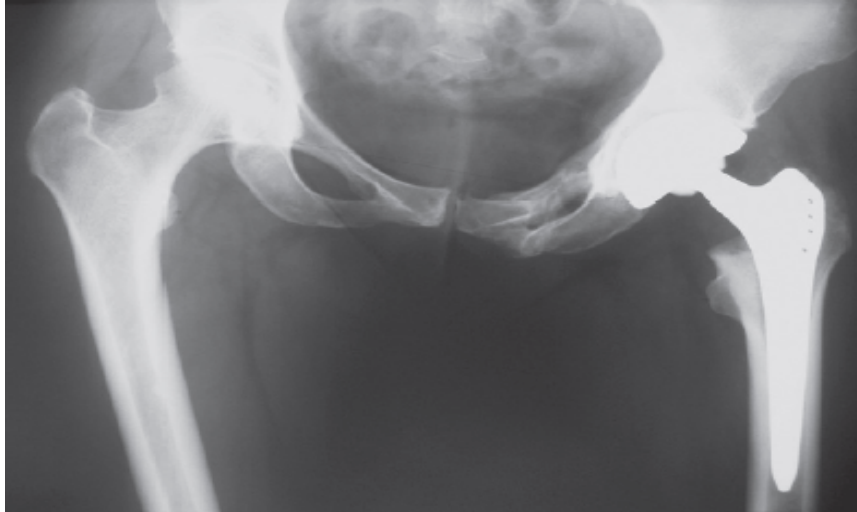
Radiographie du bassin de face chez un patient souffrant d'un allongement douloureux [86]
